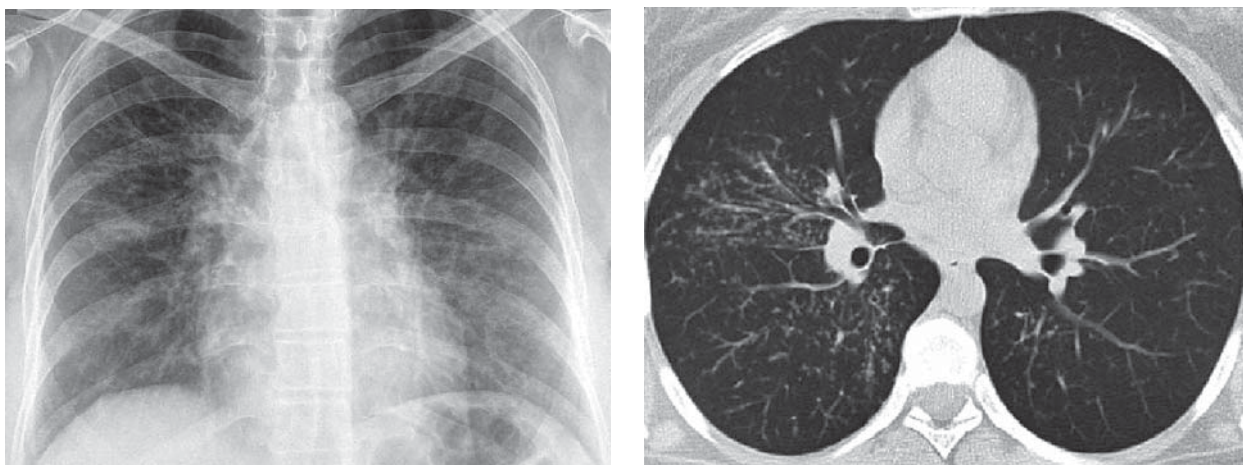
Саркоидоз органов дыхания III стадии (РГ и КТ): поражение паренхимы без двусторонней прикорневой лимфаденопатии
